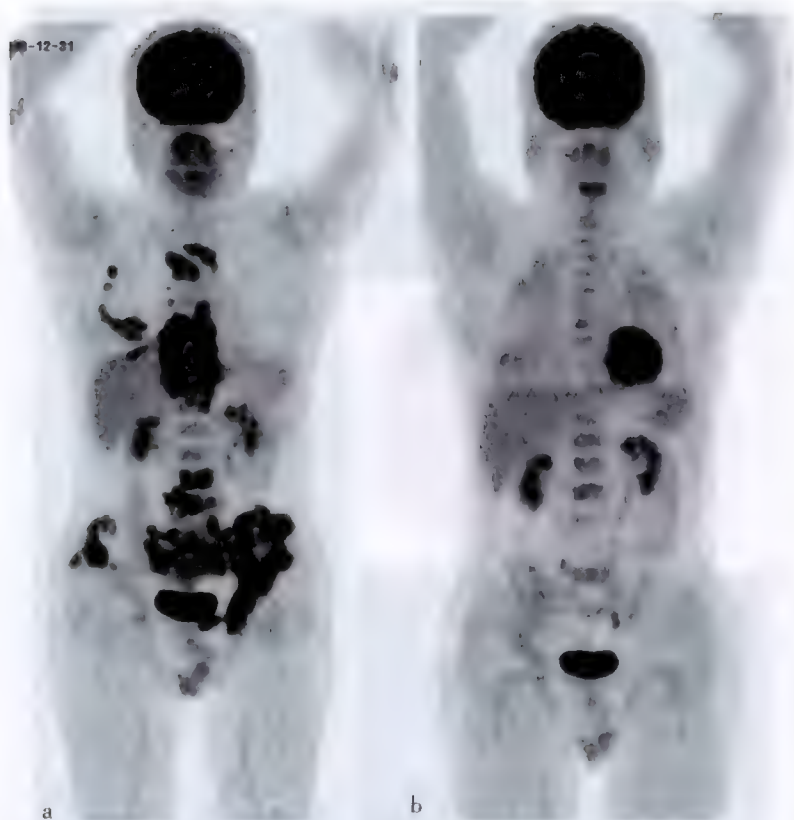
恶性淋巴瘤 ^{18}F -FDG PET/CT 显像(MIP 图)
